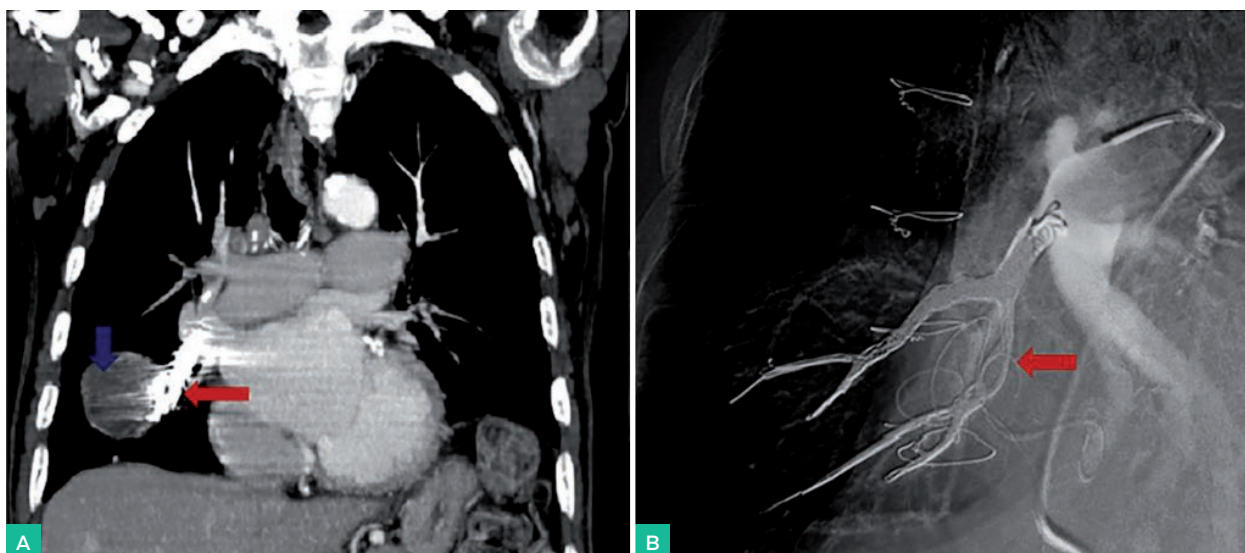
A y B. Correlación entre corte coronal de angioTC (A) y captura oblicua anterior izquierda de la arteriografía (B) de la correcta embolización del pseudoaneurisma, apreciando en ambos estudios (flecha roja) la resolución de lesión descrita anteriormente existiendo contenido densidad metal en forma de ovillo (coils) en ramas de la arteria intermedia del lóbulo medio que taponan y eliminan la permeabilidad del pseudoaneurisma. Además, en la imagen de TC se observa una imagen nodular hipodensa que sustituye a la antigua luz del pseudoaneurisma que corresponde a la trombosis de la misma tras la embolización (flecha azul).
